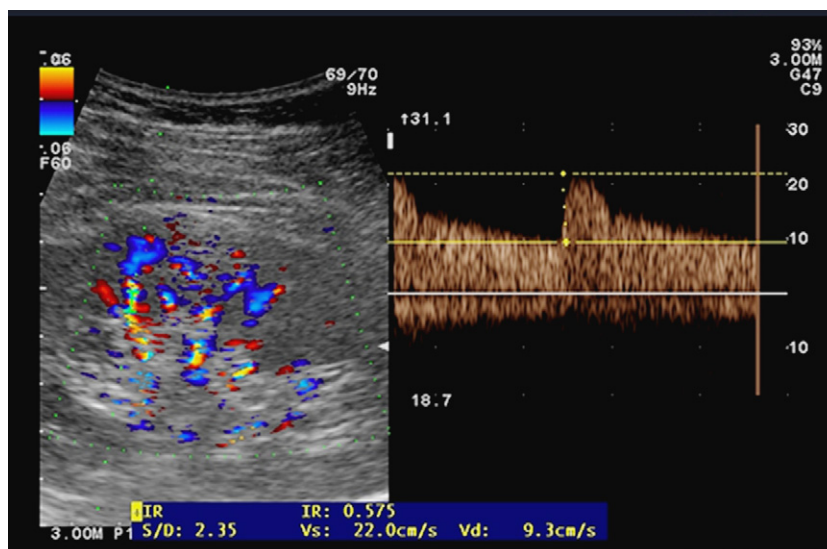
Recueil de l'index de résistance. Le rein et les artères interlobaires sont repérés en doppler couleur. Le doppler pulsé permet d'enregistrer les vitesses du flux sanguin et le calcul de l'index de résistance.
